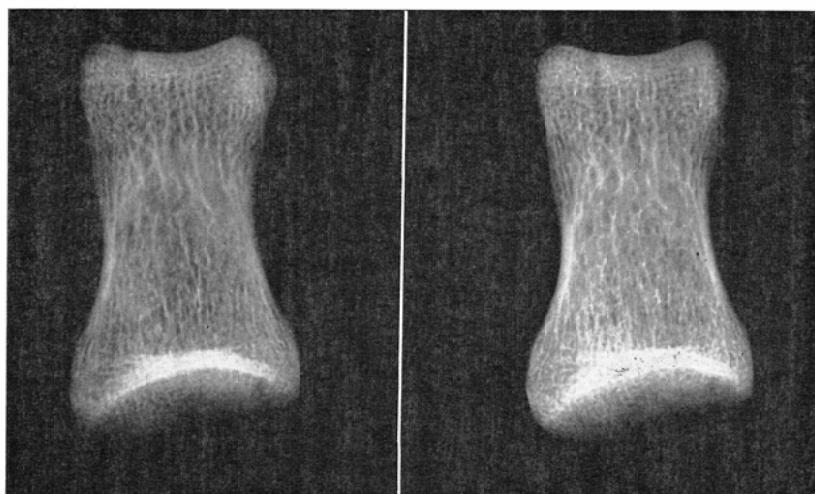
Stereomacroradiography in 8 fold magnification of the dried bone of the middle finger taken with the method of rotation of the table. Structure of the bone with network and joint space is visualized three dimensionally.
